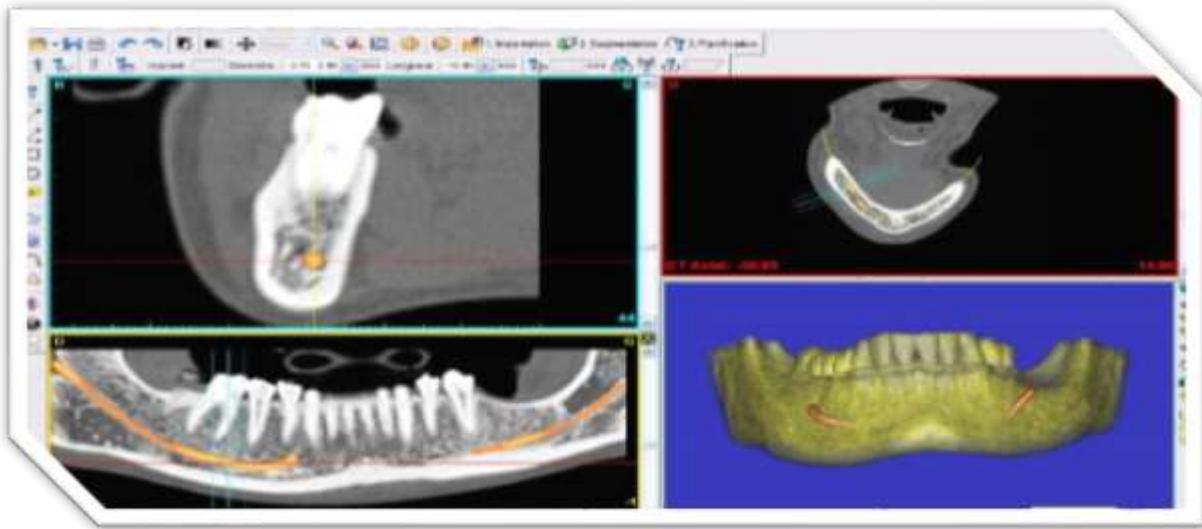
études radiographiques permettant de visualiser la gaine nerveuse et l'emplacement exact du nerf
